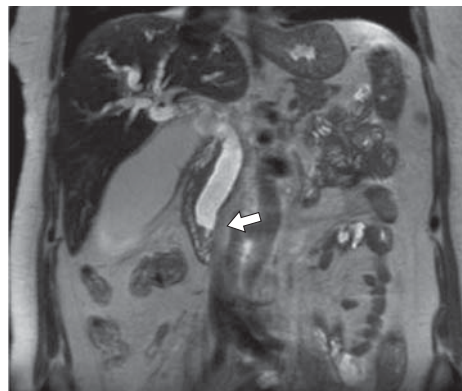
Магнитно-резонансная томограмма. Опухоль дистальной части ОЖП с инвазией стенки ДПК. T2-ВИ, корональная проекция.
